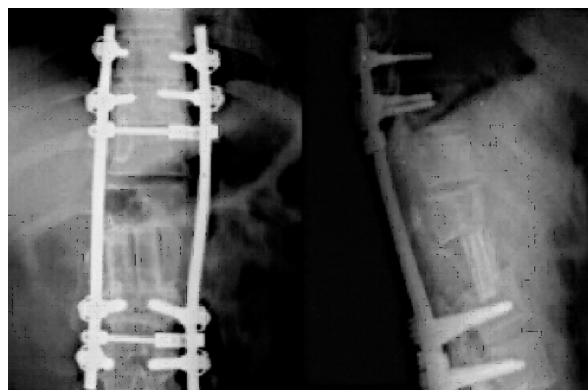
Early postoperative AP and lateral radiographies.
